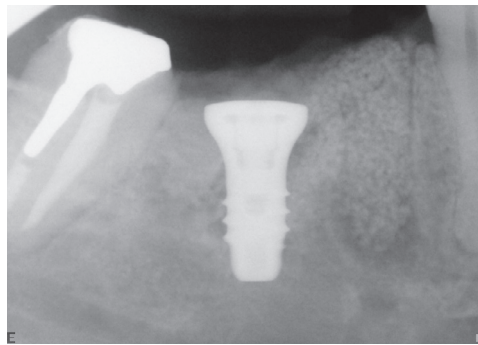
Röntgenaufnahme eines Patienten mit BetaBASE MP
